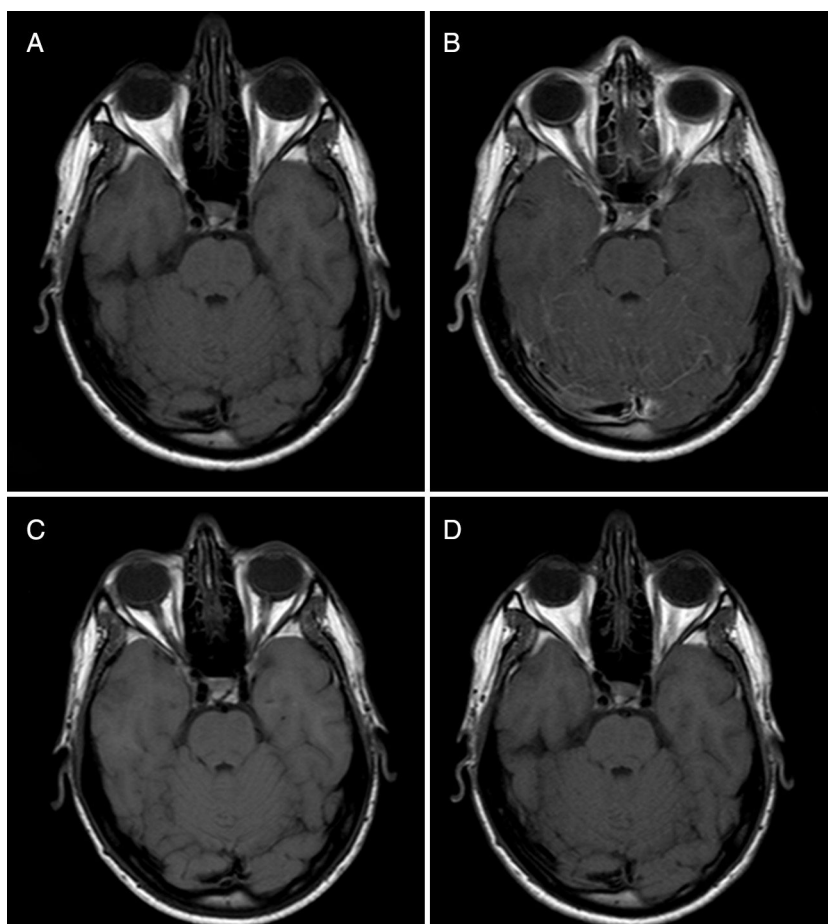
Resonancia magnética basal y de control del paciente, secuencias pre- y post-gadolinio. Comparación de las imágenes de RM basal pre-Gd (A) y post-Gd (B), se observa un leve realce leptomeníngeo en las folias cerebelosas superiores y verminas. Comparación de la RM pre-Gd (C) con la RM post-Gd de control a los 3 meses, se objetiva una resolución de dicho realce leptomeníngeo.
